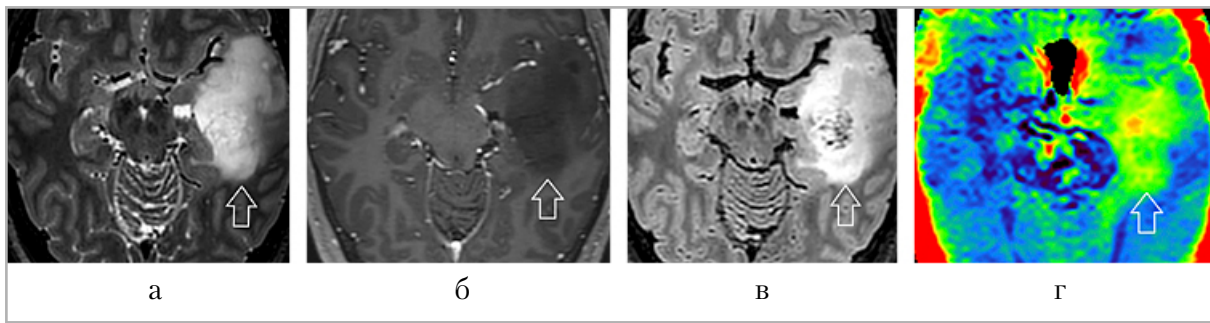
Мужчина, 23 года. МР-изображения головного мозга: *а* — T2-взвешенные изображения; *б* — T1-взвешенные изображения после контрастного усиления; *в* — T2-FLAIR-взвешенные изображения пациента; *г* — изображения, взвешенные по амидному протонному переносу; объемное образование в левой височной доле (*стрелка*), астроцитома IDH-mutant, ICD-O code 9400/3, Grade 3, без признаков симптома T2/T2-FLAIR несоответствия, не накапливающее контрастный препарат, с умеренным, неоднородным повышением сигнала на АПП-взвешенных изображениях; нормализованное максимальное значение КСА в периферической части — 3,41
